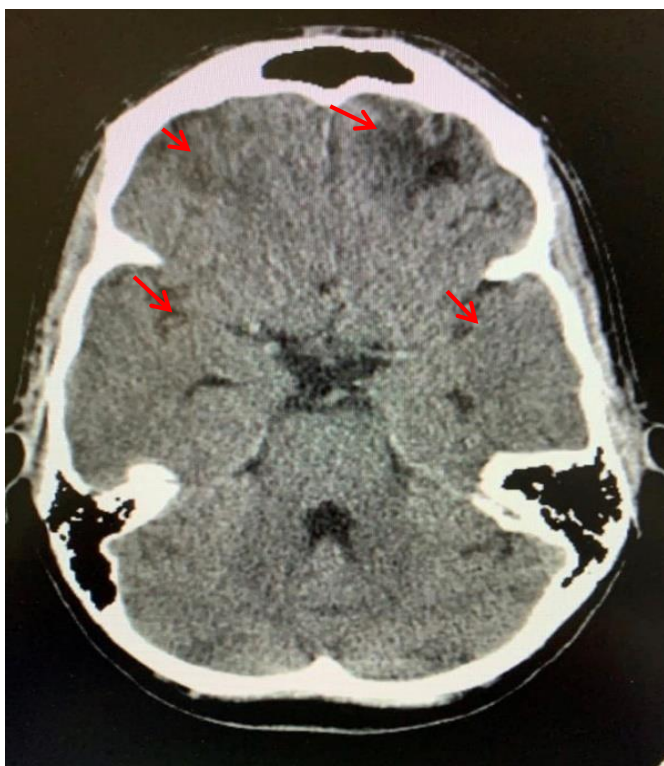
КТ ГМ пацієнта Д., 31 р., через 14 міс. після бойової ЧМТ: атрофічні зміни головного мозку, вогнищеві зміни у вигляді невеликих зон гомогенного зниження щільності з локалізацією в корі і підкорковій білій речовині лобних ділянок.
